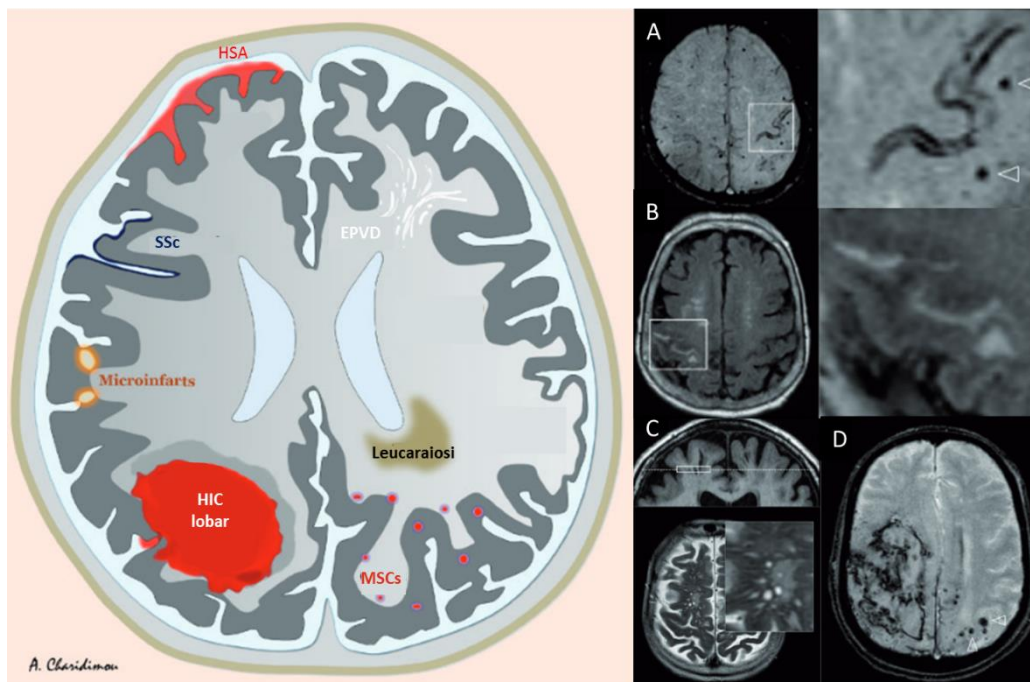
Representació esquemàtica de les principals característiques radiològiques de l'AAC detectades per RM. A la dreta es poden veure exemples de detecció per RMN de A) siderosi i microsagnats corticals, B) hiperintensitat de la substància blanca, en concret en el solc central, C) EPVDs i D) HIC a la zona parietal. HSA: hemorràgia subaracnoidal de la convexitat. SSc: siderosi superficial cortical. MSCs: microsagnats cerebrals EPVD: espais perivasculars dilatats. Imatge adaptada de Charidimou 2017 (31).
